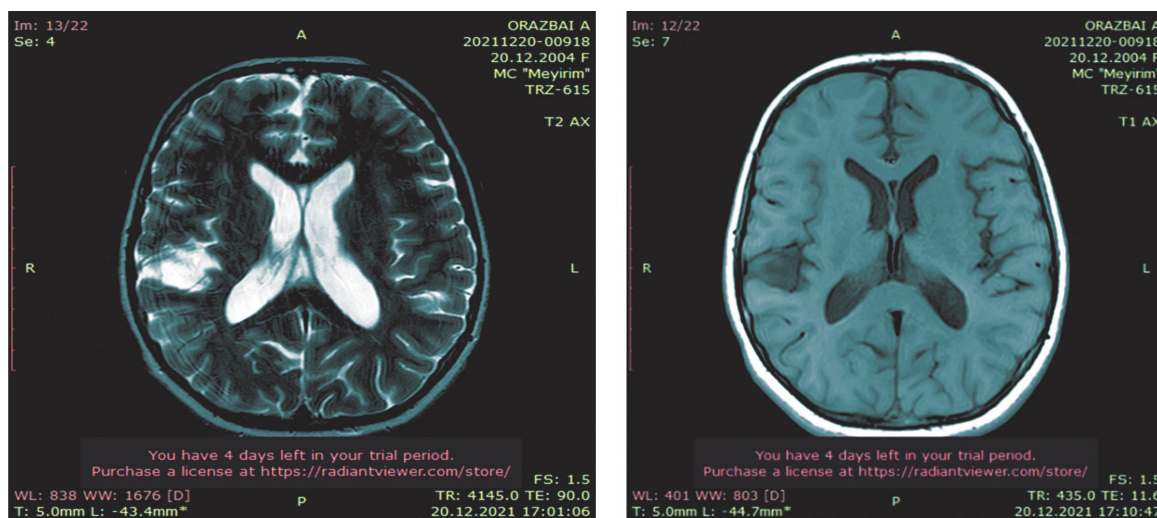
МРТ головного мозга от 20.12.2021 г.
